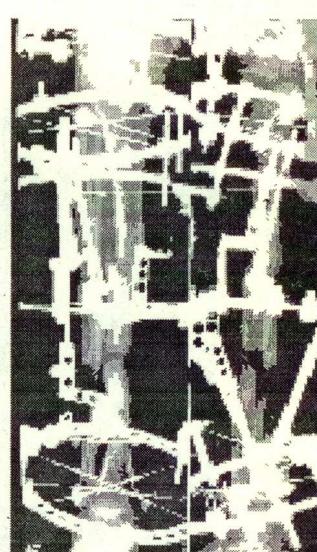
Рентгенограммы правой голени больного 3. в период фиксации.
